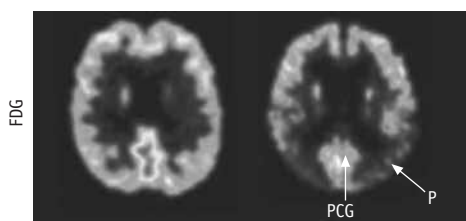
Imágenes FDG-PET. A la izquierda se muestra una imagen tomada de un individuo sano y a la derecha la de un paciente con enfermedad de Alzheimer. Las áreas rojas y amarillas indican incorporación de glucosa. Imagen modificada de [38].*
